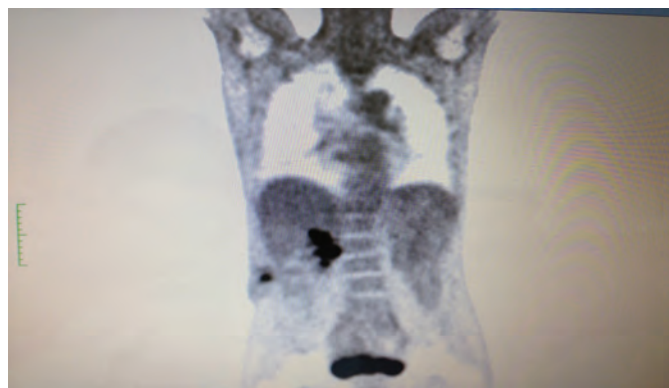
PET. Metastases of right kidney cancer in bed of a removed kidney, in the abdominal wall and in the lungs.
